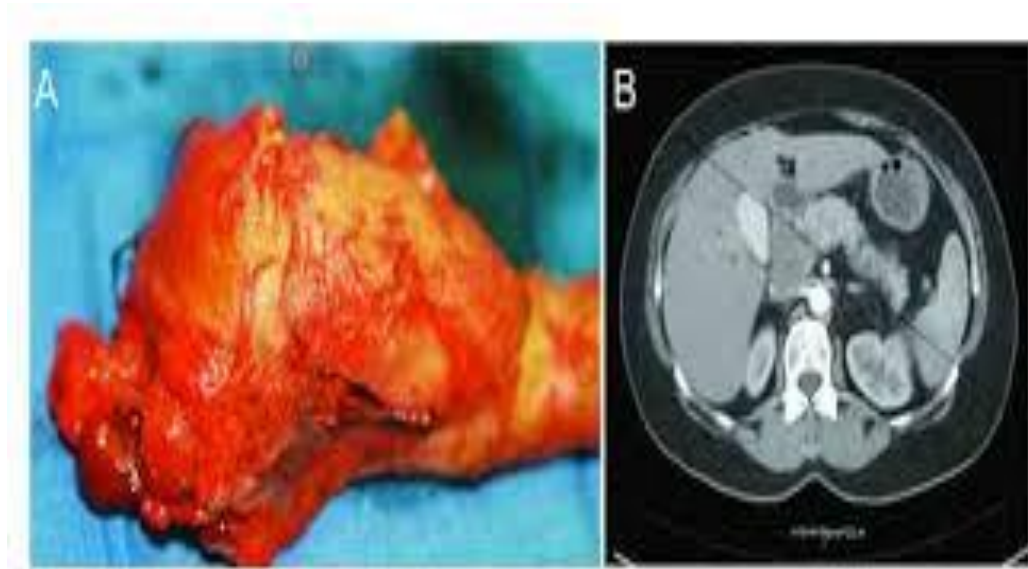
(A) Small cell carcinoma of the pancreas, Gross. (B) Computed tomography scan, arterial phase.
